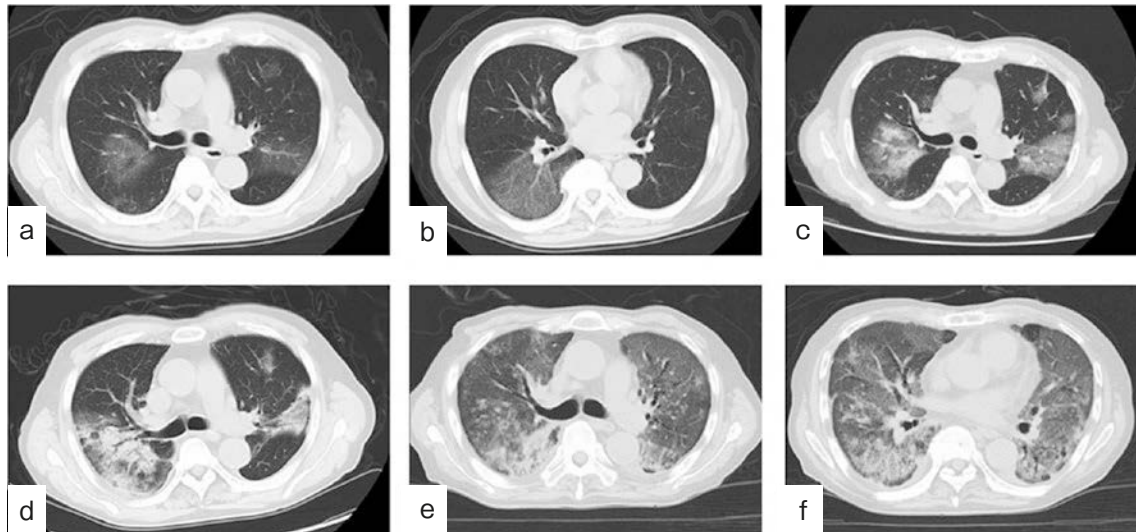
Chest computed tomography findings. (a, b) Chest computed tomography on initial hospital admission showed multiple ground-glass opacities (GGO) in both lung fields. (c) On the 20th day of illness, several GGOs appeared and some of them were noted to be thicker than previous ones. (d) GGOs progressed into consolidations. (e, f) Lung shadows were noted in all lung fields, which became progressively darker from the abdominal side to the dorsal side. This is characteristic of acute respiratory distress syndrome.
